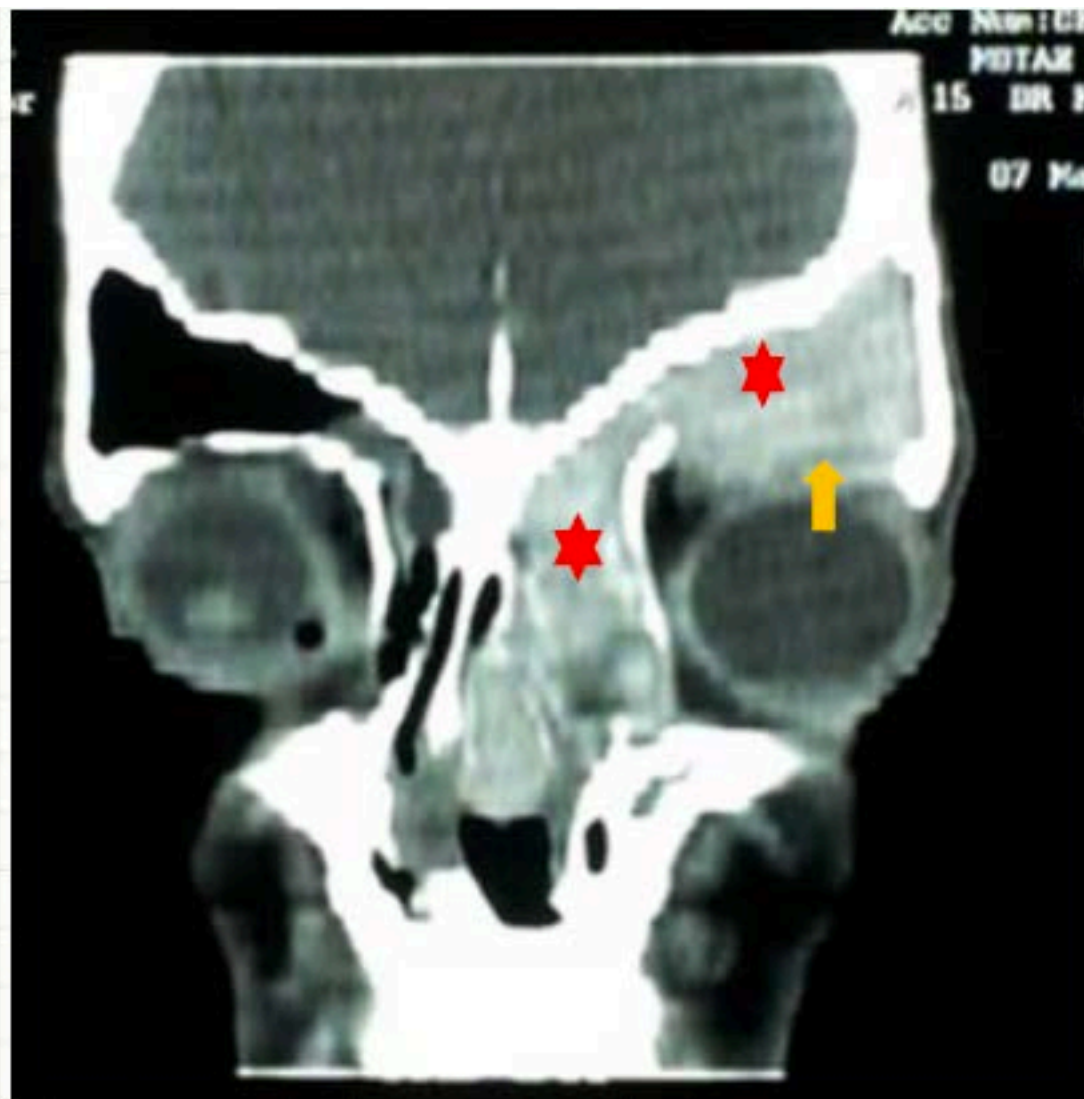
TDM du massif facial en coupe coronale : sinusite fronto-ethmoïdale (★) compliquée d'une lyse de la paroi supérieure de l'orbite (↑)
